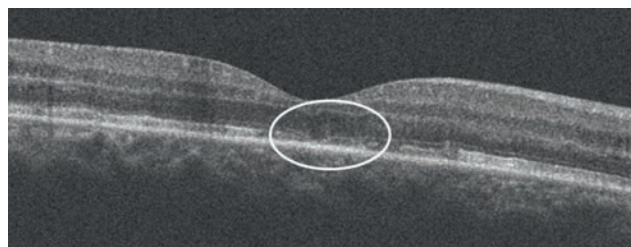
Оптическая когерентная томограмма. Дефекты линии наружной пограничной мембраны, линии IS/OS
